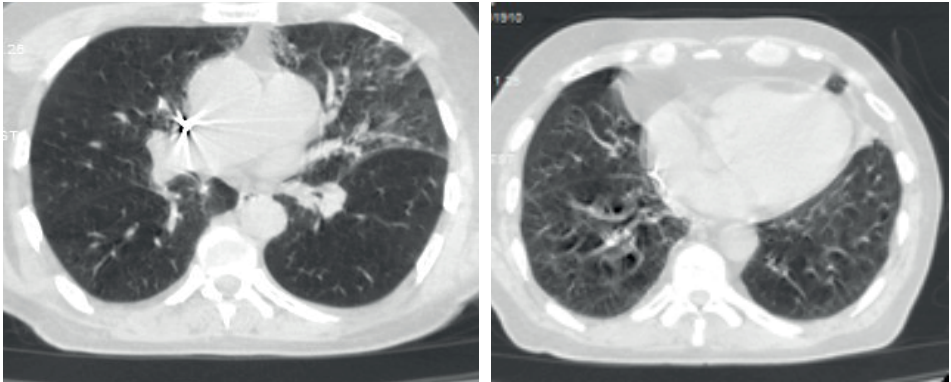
Başvuru sırasındaki bilgisayarlı tomografi kesitlerinde bilateral buzlu cam dansitesinde alanlar saptandı.
